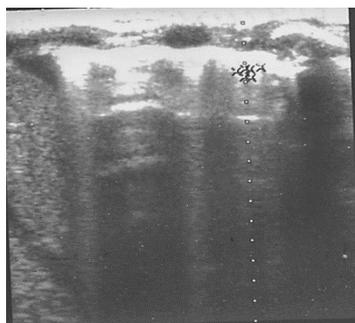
Пациент К, 10 суток жизни. ОГС. УЗИ грудной полости в В-режиме. ТП — 1,2 мм, КВ-3 в межреберье, В-В<sup>1</sup> — 1,2 мм, ШВ — 1,5 мм, изображение А-линий дифференцируется
